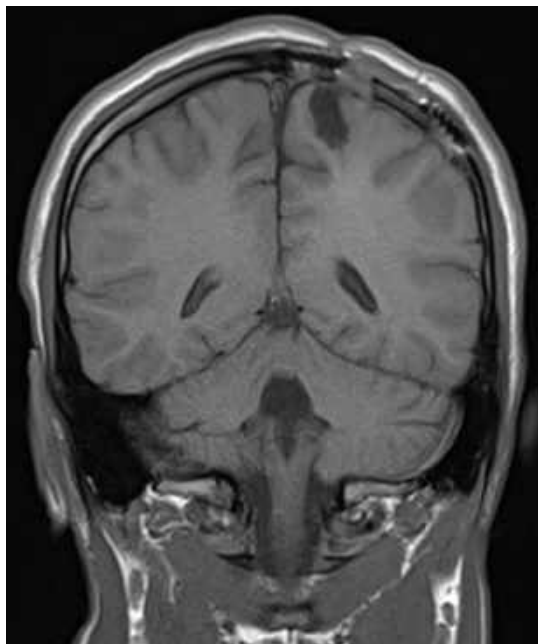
МРТ головного мозку (T1 33, коронарний зріз) після видалення каверноми (спостереження №40, хворий Б-к, історія хвороби №877).
